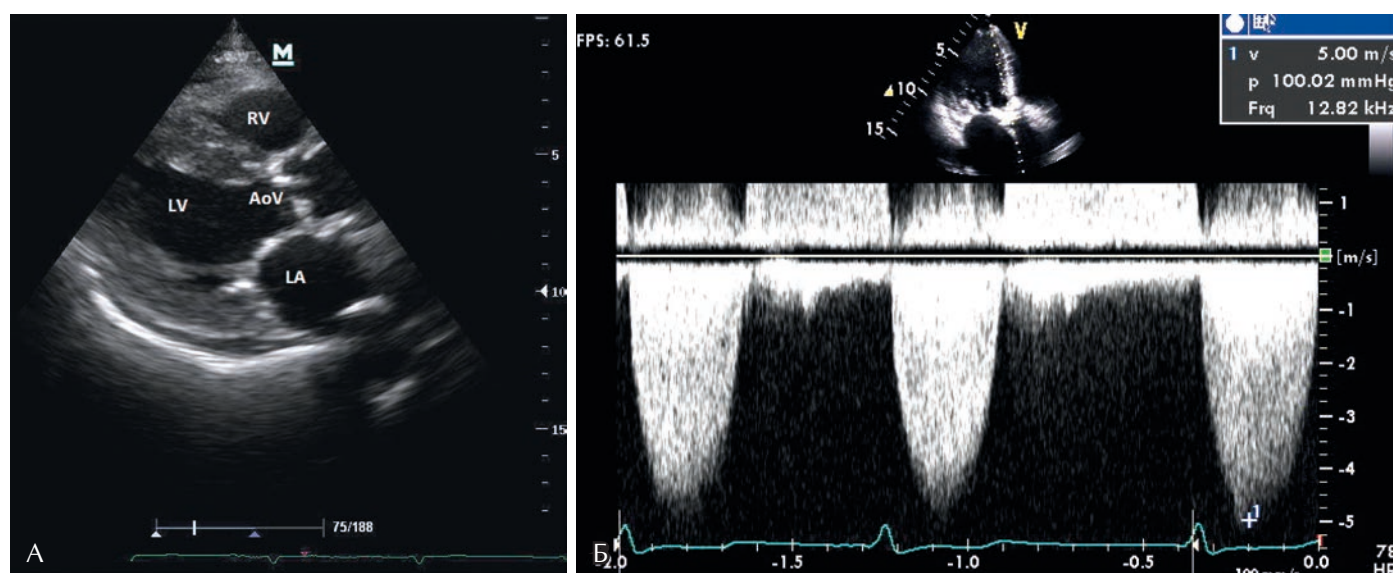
Двухмерная эхокардиография с доплеровским анализом у пациента с аортальным стенозом. (А) Парастеральная проекция длинной оси сердца с захватом левого желудочка (ЛЖ), левого предсердия (ЛП), правого желудочка (ПЖ) и аортального клапана (АК). (Б) Постоянноволновая доплерография клапана в апикальной проекции длинной оси, визуализируется пиковая скорость 5 м/с, что соответствует пиковому трансклапанному градиенту 100 мм рт. ст.
